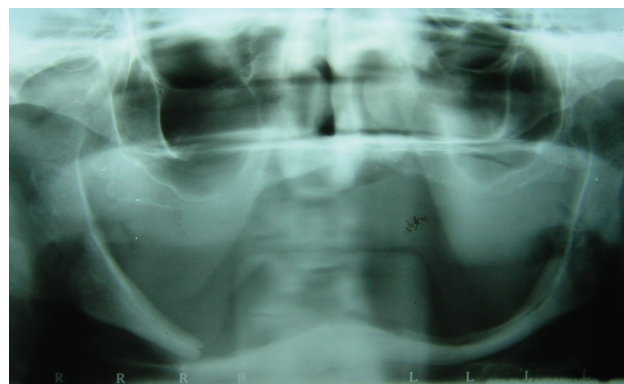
Radiografía panorámica que evidencia fractura en cuerpo de mandíbula atrófica, del lado derecho. Se destacan el cabalgamiento de los fragmentos óseos y la escasa superficie de contacto interfragmentario. Nótese la ubicación superficial, de manera bilateral, del conducto dentario inferior.
